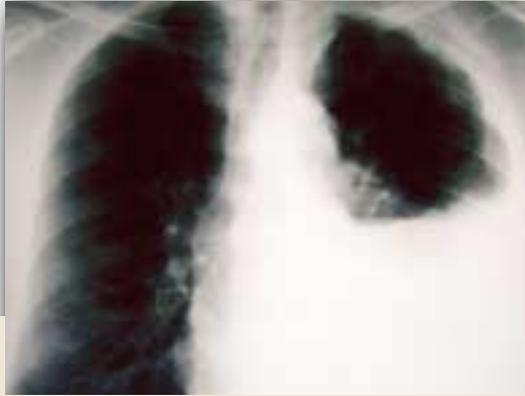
Épanchement pleural gauche en rapport avec un mésothéliome. Radiographie thoracique de face.
